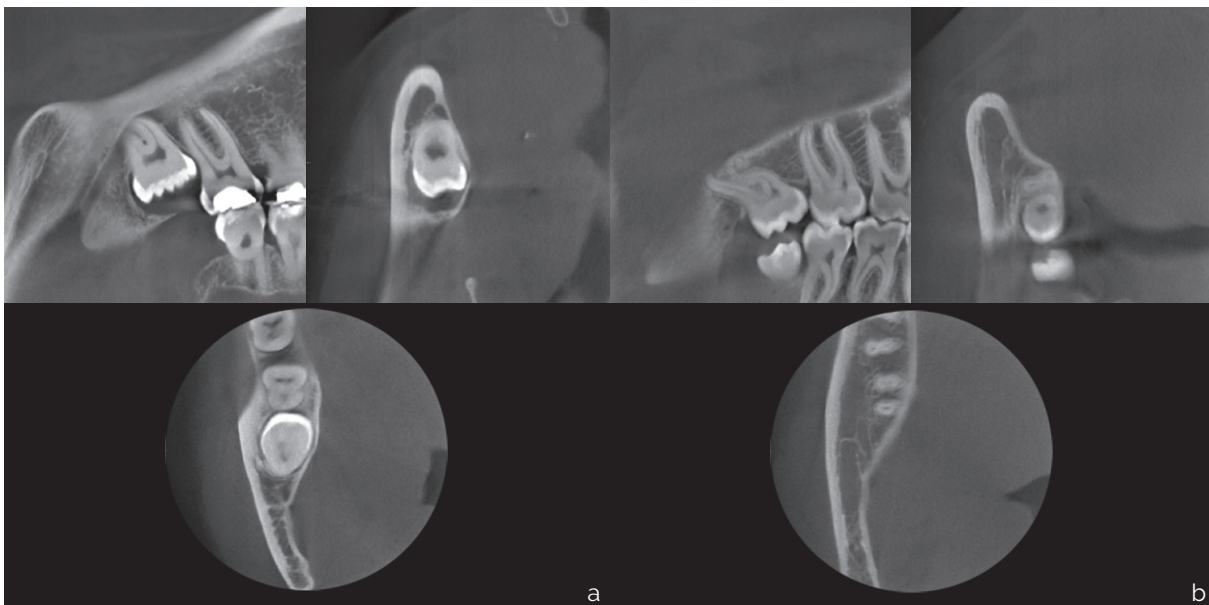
TC de haz cónico del tercer molar inferior. (a) Corte que ilustra la proximidad de la CDI a la raíz del tercer molar en el aspecto lingual. (b) Corte que ilustra la proximidad distante de la CDI a la raíz del tercer molar en el aspecto bucal.
